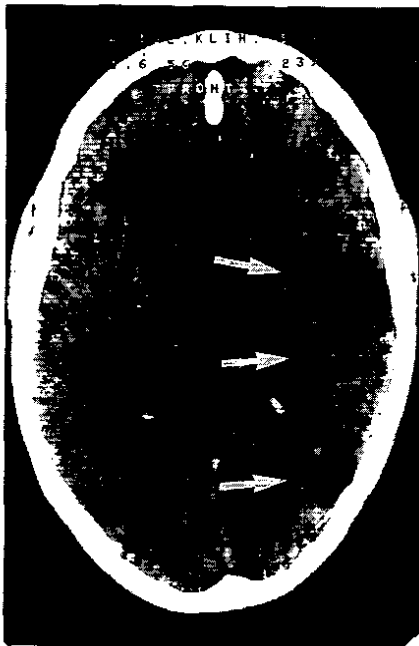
Kraniale Computertomographie (CCT) mit multiplen ischämischen Herden im Versorgungsgebiet der A. cerebri media rechts (Pfeile).
